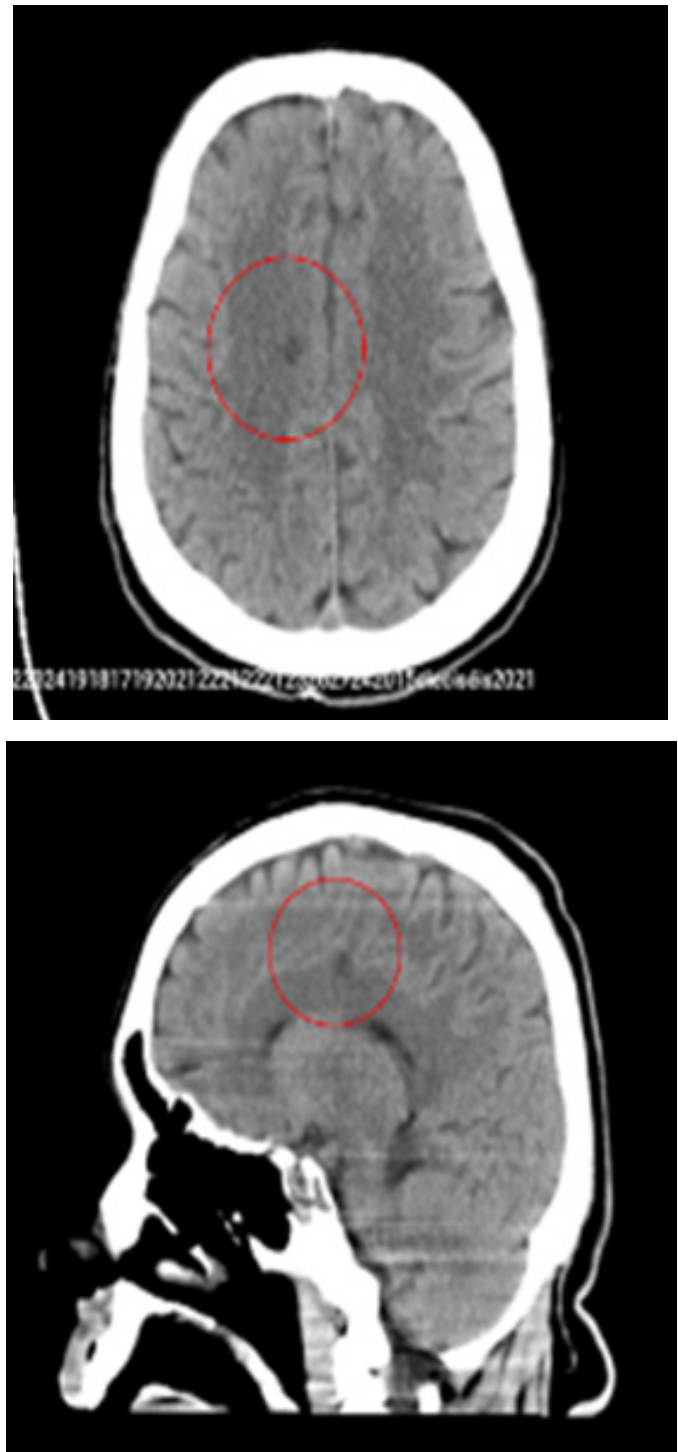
tomografía simple de cráneo. Corte axial y sagital. Hipodensidad en región de hipodensidad en región subcortical
